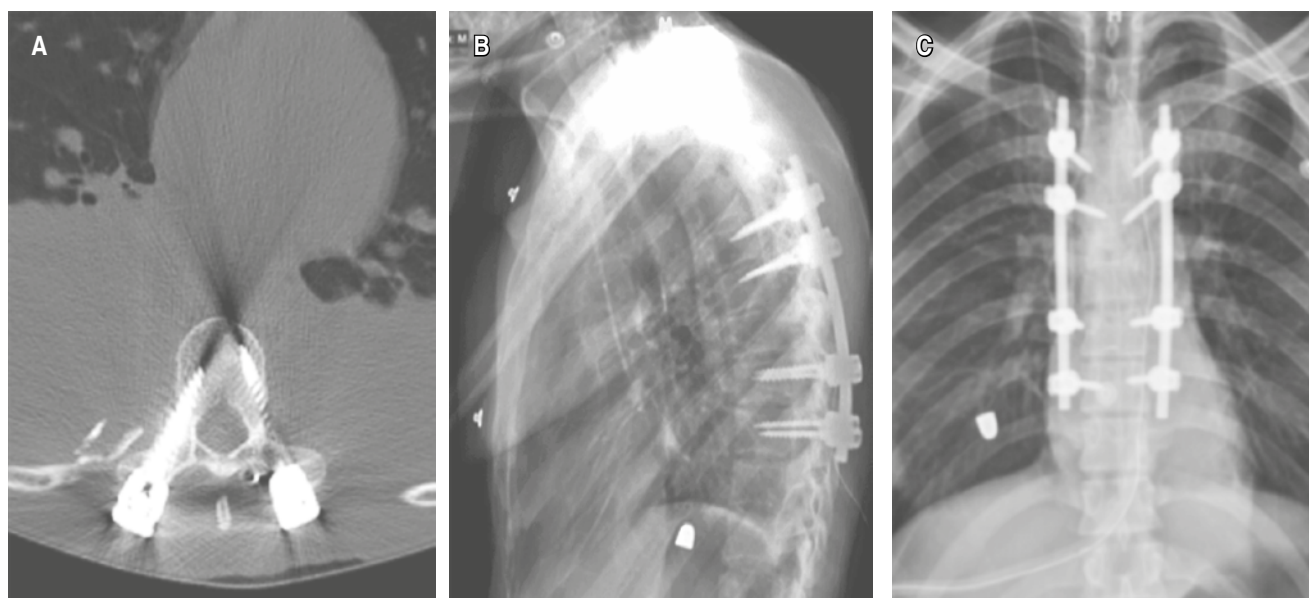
Evaluación radiológica postquirúrgica. A) Tomografía computarizada axial postoperatoria en columna torácica que muestra la instrumentación transpedicular realizada. B y C) Radiografías anteroposterior y lateral de columna torácica postquirúrgicas con instrumentación transpedicular T3, T4, T6 y T7.
